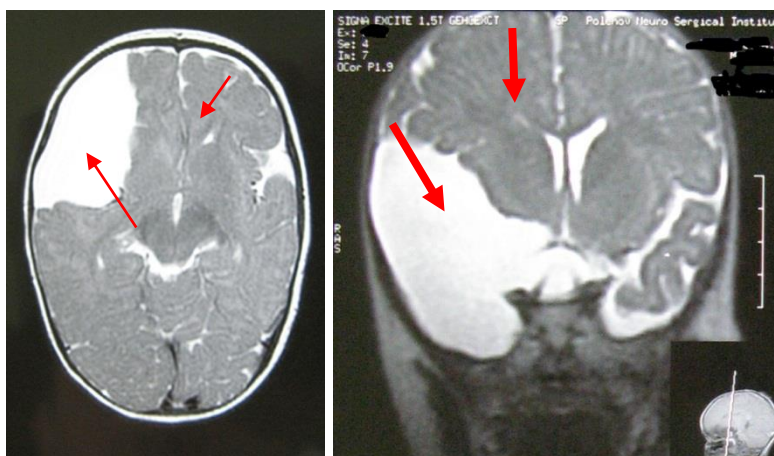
МРТ головного мозга. Наблюдение №12, больной Д., 4 года, история болезни №162-07. Д-з: Киста правой латеральной щели мозга. Гипертензионный синдром. Заключение: выявляется киста размерами 80×44×29 мм, срединные структуры смещены влево на 3 мм. (указано стрелками)
